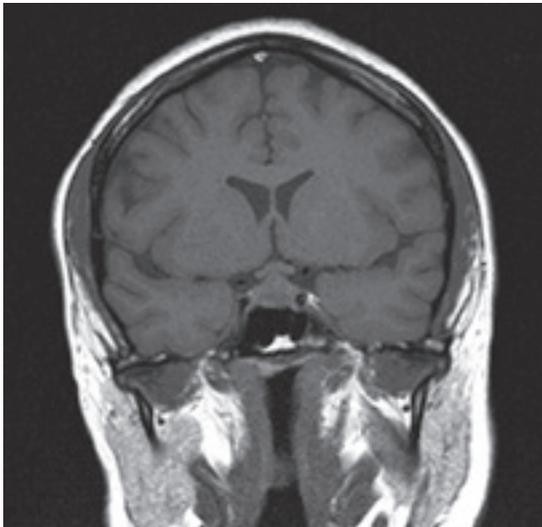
RMN hipofisaria con contraste (corte sagital): se aprecia masa intraselar que desplaza a la glándula.
